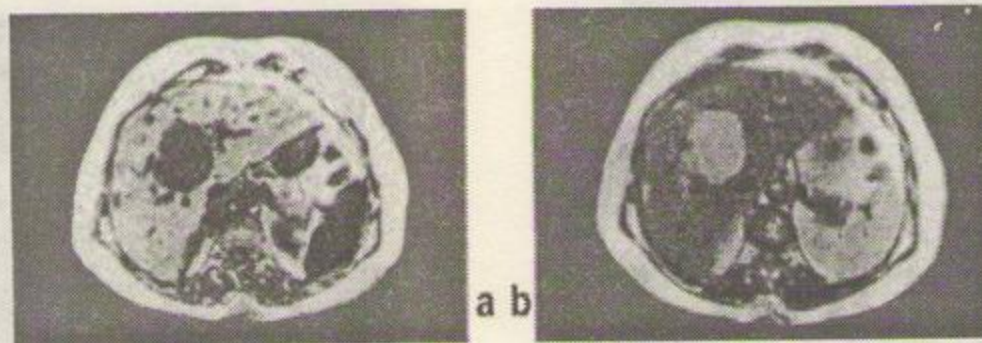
Examen IRM al regiunii abdominale superioare, evidențiind prezența unei tumori primare hepatice. a: regenerare prin inversie (TR=1400, TI=400); b: ecou de spin (TR=1080, TE=40).
